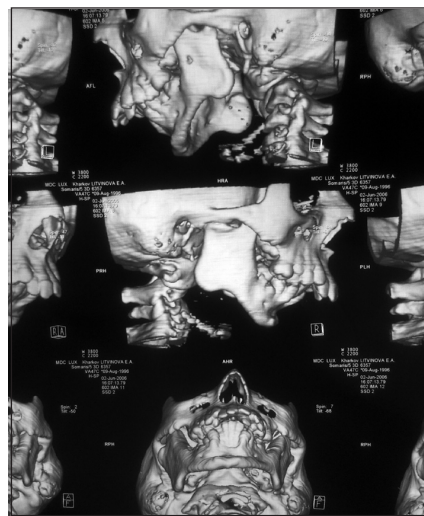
Фотоотпечатки компьютерной томограммы ВНЧС б-ной Л. до операции
